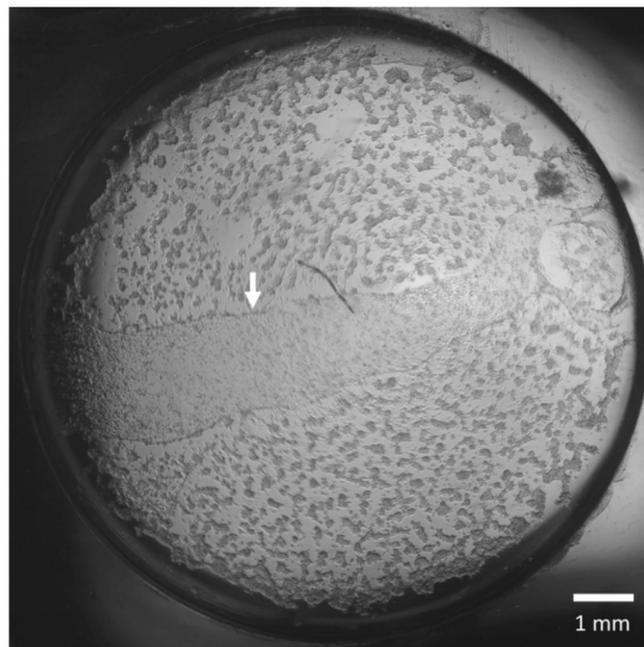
hiPSC-CM (cardiomiociti umani derivati da cellule staminali pluripotenti indotte) su Matrigel Matress, la freccia bianca indica il perimetro del Matrigel (Feaster TK et al. 2021)
